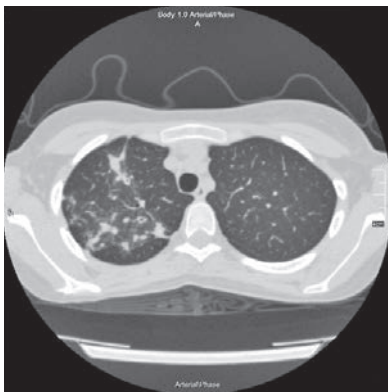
Аксiальний зріз КТ ОГК пацієнтки К. до лікування: у верхній частці праворуч в S1-3 визначаються множинні вогнища розмірами 2-10 мм
